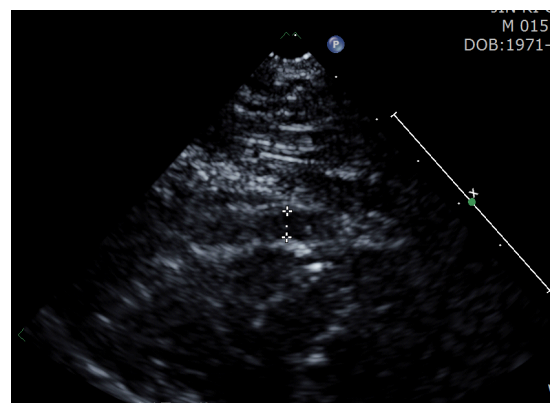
parasternal short-axis view (EAT2)
